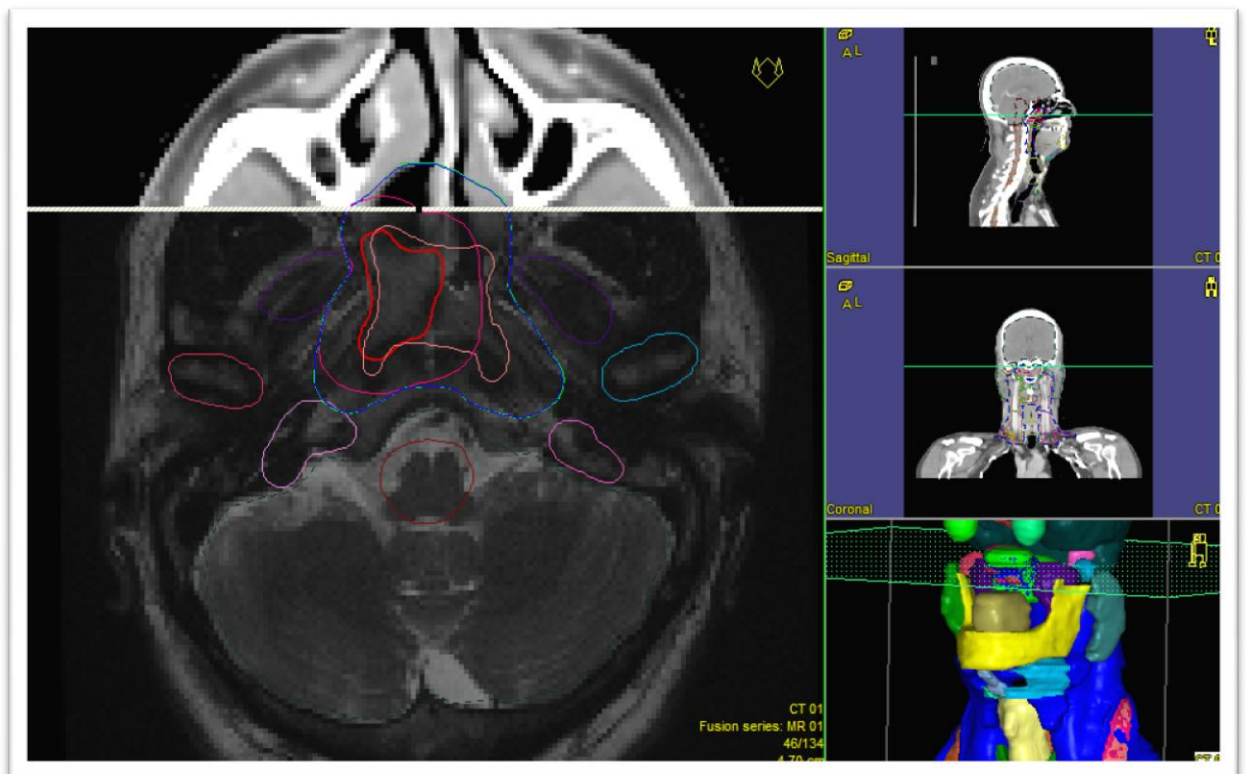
Exemple de fusion d'une IRM avec le scanner de centrage pour optimiser la délimitation des volumes cible pour un patient présentant un UCNT
